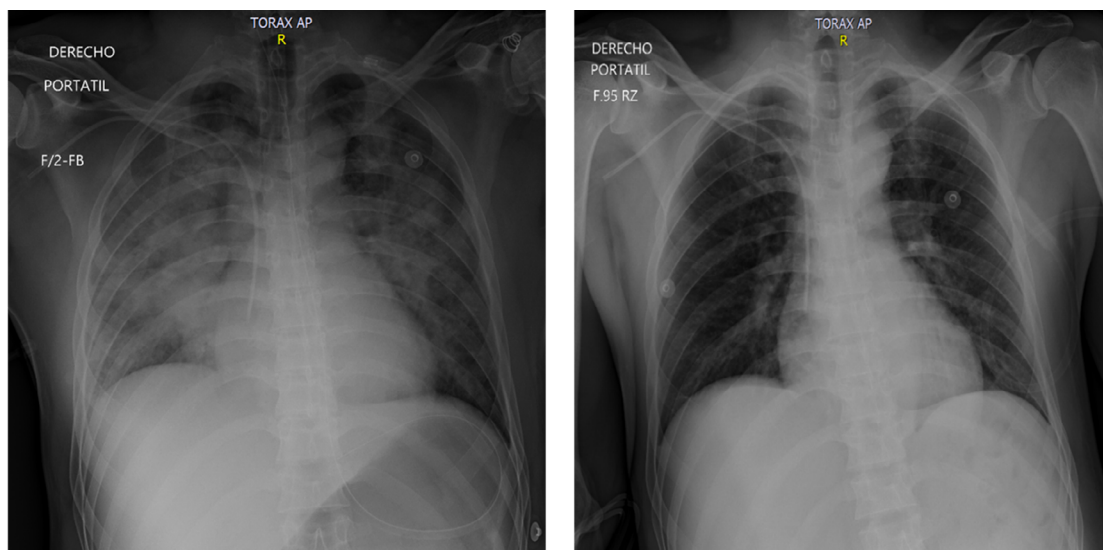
Evolución de la radiografía de tórax. A. Radiografía de tórax portátil en proyección anteroposterior en la que se observan múltiples opacidades intersticiales difusas bilaterales, sugestivas de edema pulmonar (Día 1). B. Radiografía de tórax portátil en proyección anteroposterior en la que se observa resolución de los infiltrados intersticiales difusos bilaterales (Día 4).
